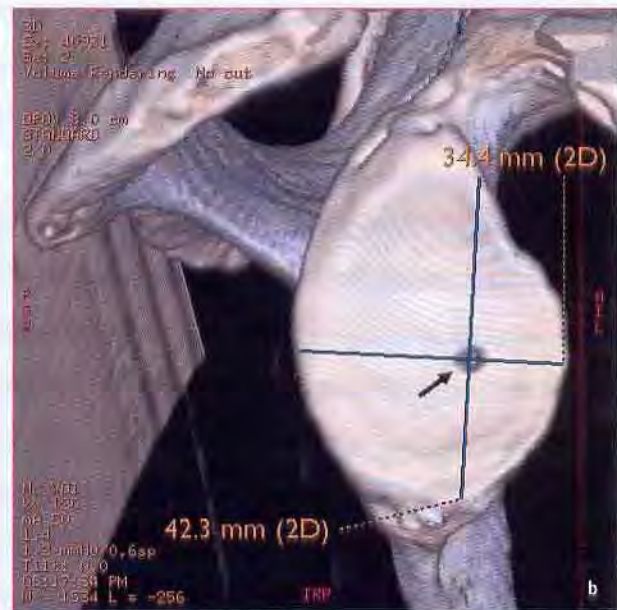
3-D-CT Bild (b) eines Präparates, bei dem der bare spot (mit Metallnadel gekennzeichnet, Pfeil) nicht im Zentrum des unteren Glenoids liegt. Entsprechendes Präparat (a) mit bare spot (Pfeil).
